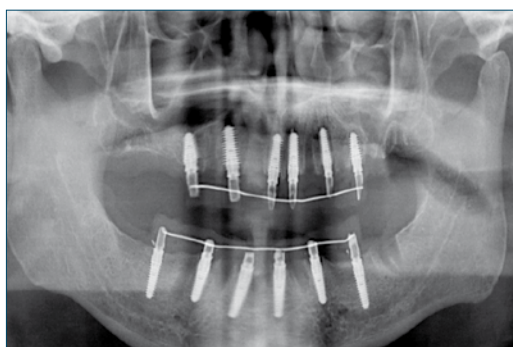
Ortopantomografia iniziale.
